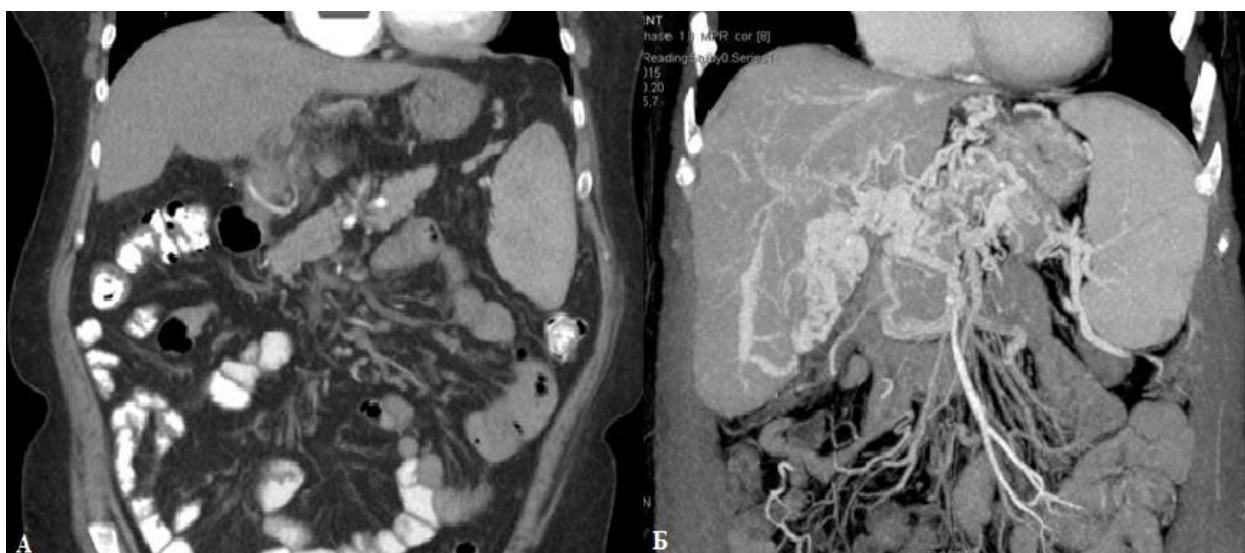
МСКТ с контрастным усилением: А - тотальный тромбоз сосудов портальной системы с отсутствием кровотока в верхней брыжеечной вене; Б - тотальный тромбоз сосудов портальной системы, кровоток по верхней брыжеечной вене частично сохранен «Разработаны автором»
